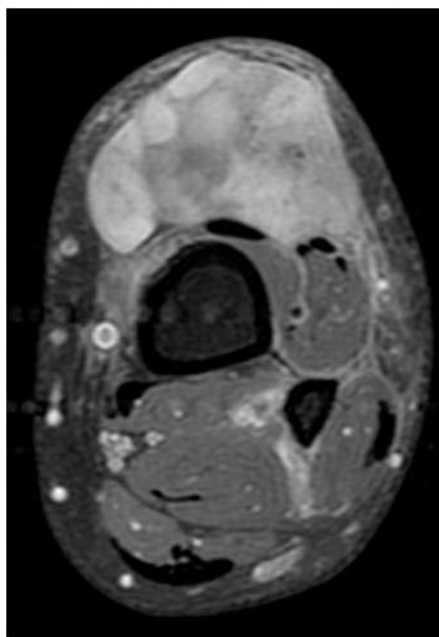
IRM de la jambe, coupe axiale pondérée en T1
